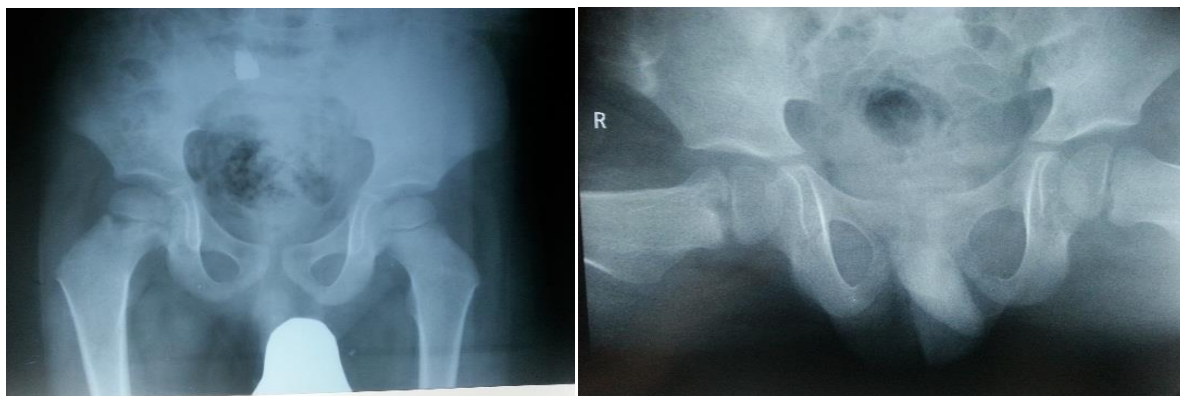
Рентгенограмма костей таза и обоих тазобедренных суставов в прямой проекции (слева) и по Лауэнштейну (справа).
